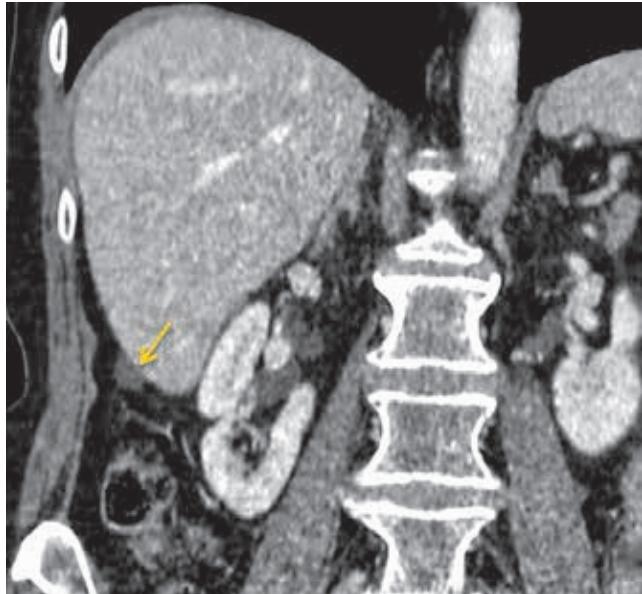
КТ от 12.2017. Рост канцероматозного узла по капсуле печени (желтая стрелка)
